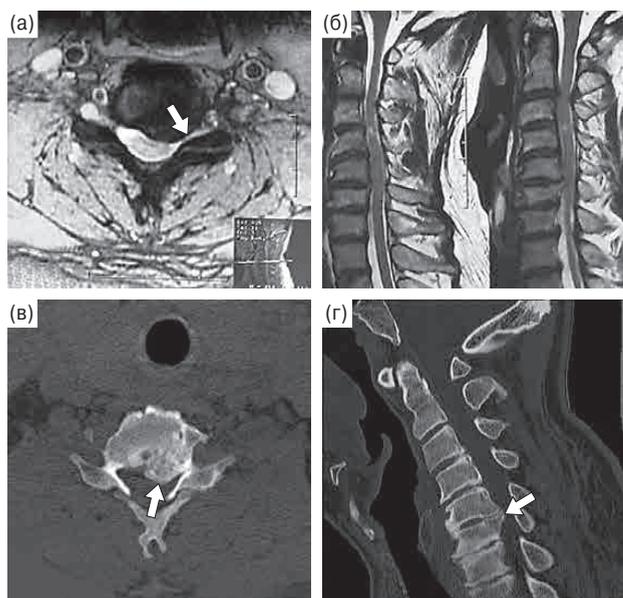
Данные визуализационных исследований пациента М. до операции (аксиальная и сагиттальная проекции): а, б – МРТ: а – левосторонняя парамедианная грыжа межпозвоночного диска на уровне позвонков C_5-C_6 (указана стрелкой), б – отсутствие переднего субарахноидального пространства на уровне позвонков C_5-C_6 ; в, г – МСКТ: в – оссифицированная грыжа межпозвоночного диска на уровне C_5-C_6 (указана стрелкой), г – гиперлордоз на этом уровне (указан стрелкой).
